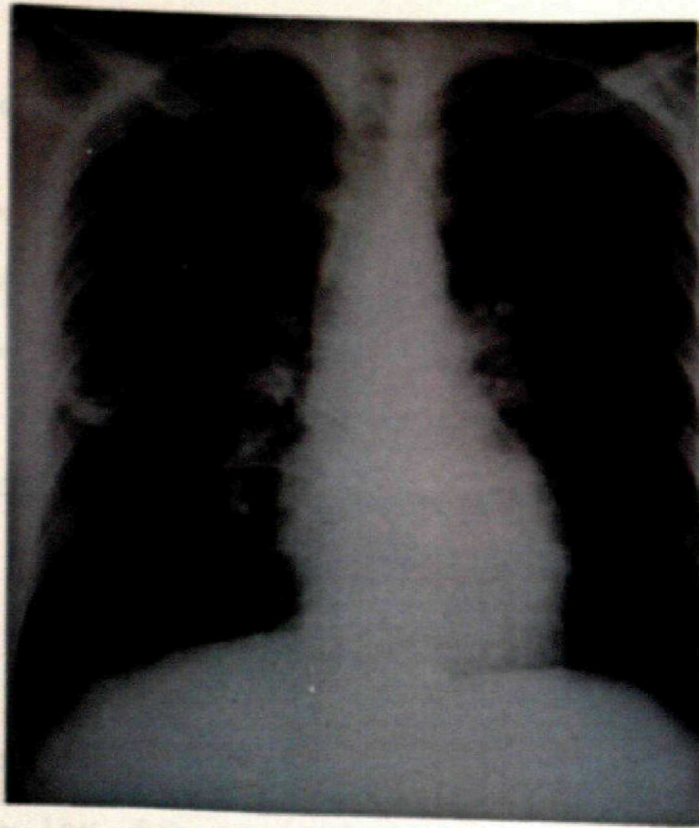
A. Radiografía de tórax de un paciente con EI derecha en la que se observan múltiples imágenes de embolismos pulmonares sépticos cavitados.
